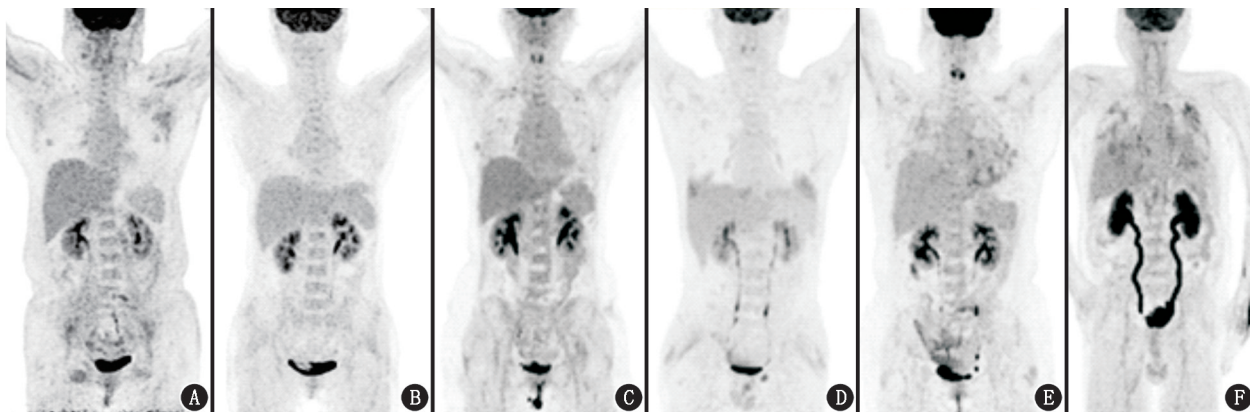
皮炎炎患者<sup>18</sup>F-FDG PET/CT 显像的最大密度投影(MIP)图。A.患者女,57岁,抗黑色素瘤分化相关基因5(MDA5)抗体阴性。可见躯干及四肢近端肌肉呈对称性FDG代谢;B.患者女,55岁,抗MDA5抗体阳性。可见较低的肌肉FDG代谢;C.患者女,55岁,抗MDA5抗体、抗蛋白质分子相对质量 $52 \times 10^3$ 干燥综合征抗原(Ro52)抗体阳性,两肺间质性改变伴FDG代谢增高, $SUV_{max} = 4.7$ ,检查后67d死亡;D.患者男,43岁,抗MDA5抗体、抗Ro52抗体阳性,两肺间质性改变伴FDG代谢增高, $SUV_{max} = 4.4$ ,检查后26d死亡;E.患者女,56岁,抗MDA5抗体阳性,两肺间质性改变伴FDG代谢增高, $SUV_{max} = 5.5$ ,检查后32d死亡;F.患者男,69岁,抗MDA5抗体、抗Ro52抗体阳性,两肺间质性改变伴FDG代谢增高, $SUV_{max} = 6.0$ ,检查后12d死亡
